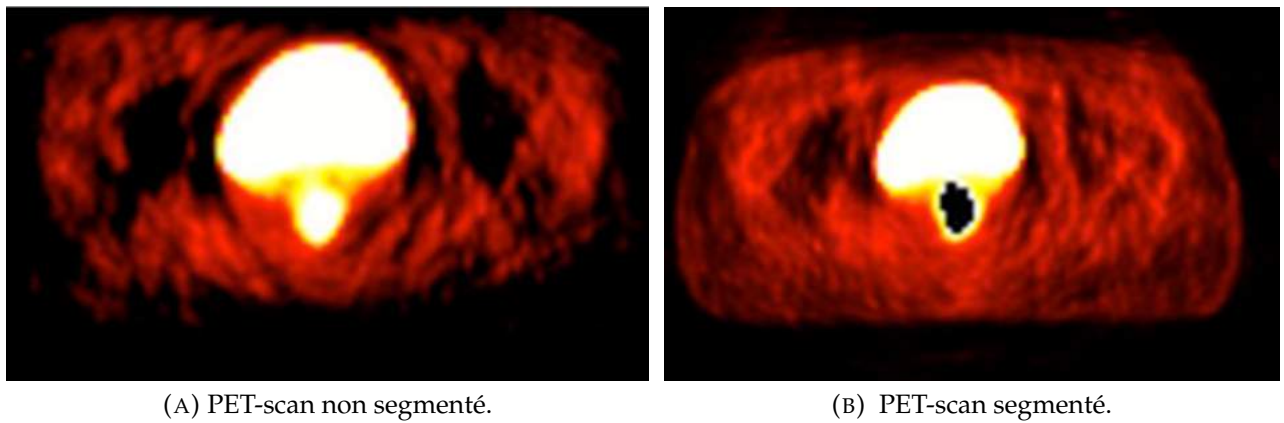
Examen du PET-scan segmenté ou non par l'équipe du LaTIM.
